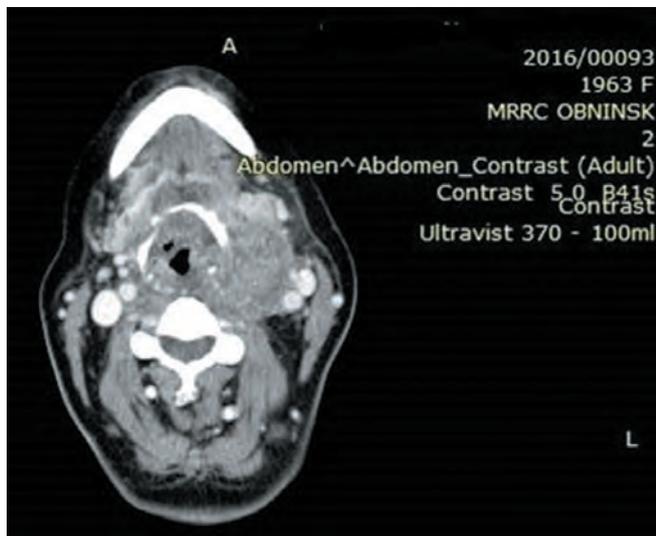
Та же пациентка. СКТ шеи от 05.04.2016 г.: на фоне проводимой терапии некоторое уменьшение размеров образования
